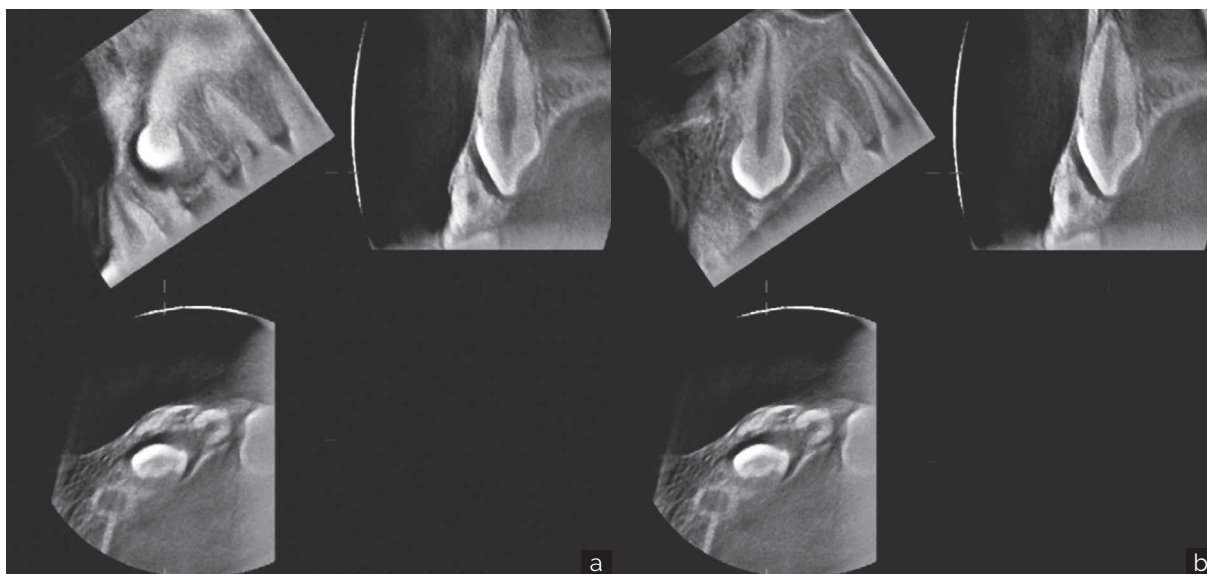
Examen con TC de haz cónico de un canino no erupcionado maxilar provocando la reabsorción de la raíz del incisivo lateral. La corona del canino se encuentra por palatino a la raíz del incisivo. (a) Parte superior izquierda, vista sagital. Parte superior derecha, la sección transversal de la maxila. Inferior, vista axial. (b) Igual que (a), pero las de 1 mm de sección gruesa se coloca más palatina en la sección sagital. La punta de la raíz del canino es mesial curvada.
